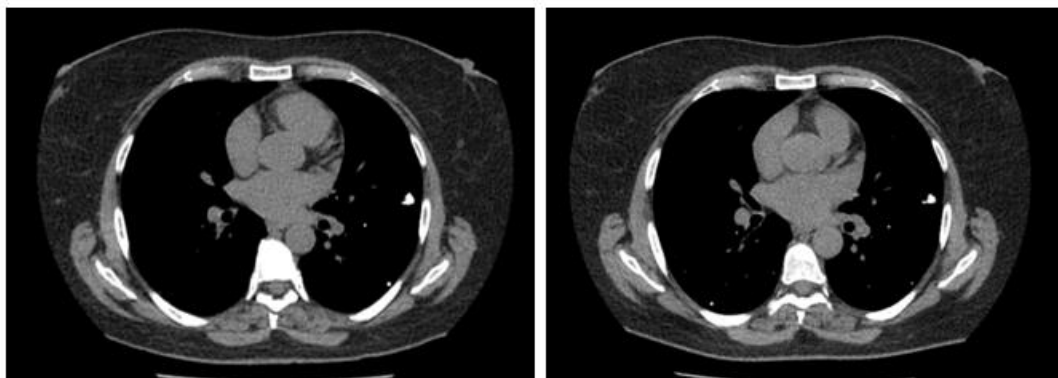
Imagens comparativas entre TC realizada em 2024 com protocolo convencional (primeira imagem) e em 2025 com protocolo otimizado (segunda imagem).
